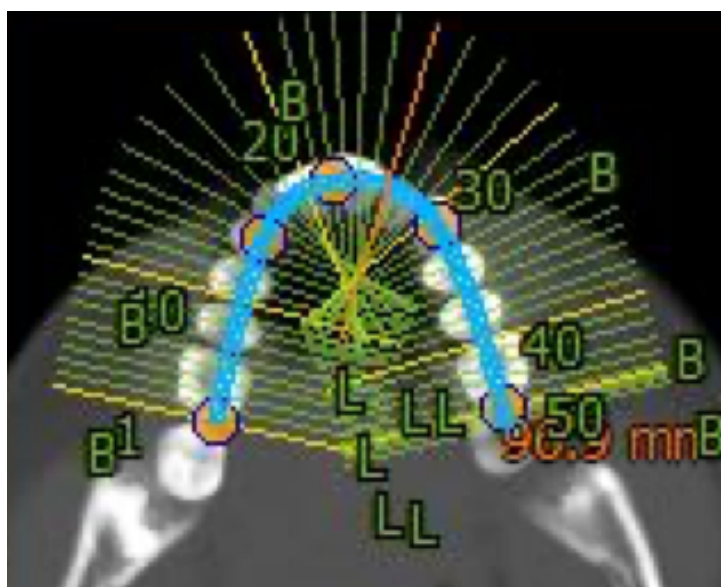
Tamaño del arco, CBCT.
